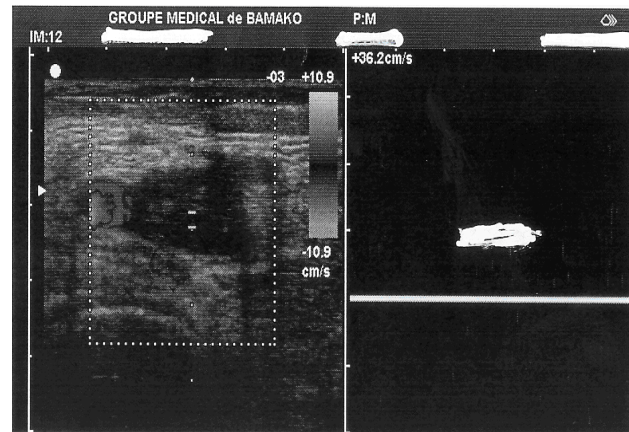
Echodoppler veineux du membre inférieur gauche. Veines fémorale commune et superficielle dilatées, non compressibles et avec présence de thrombus luminal
